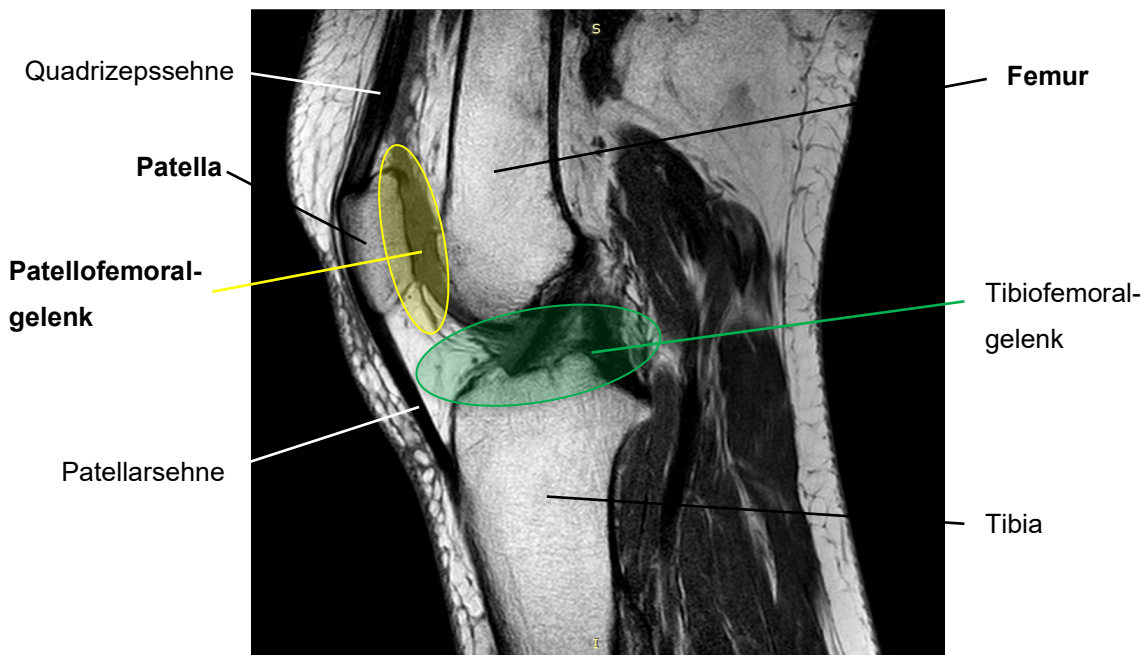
Kniegelenk, MRT sagittal
